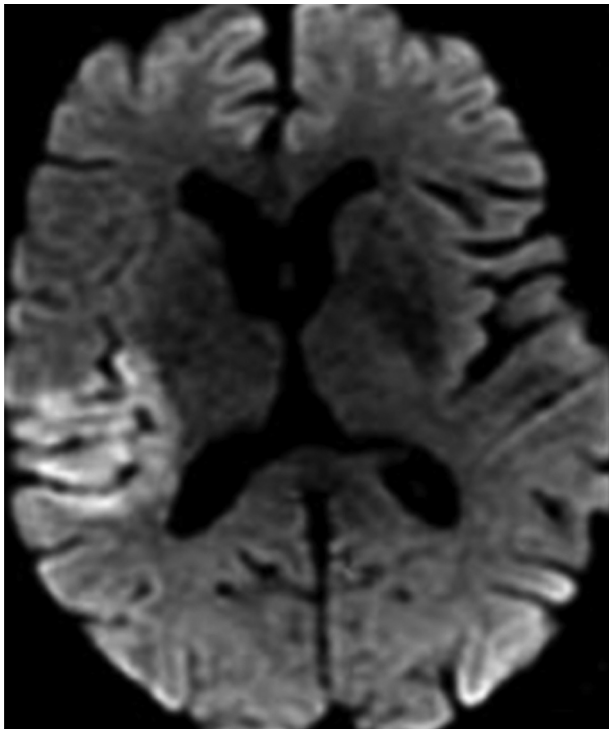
Lésions ischémiques sous forme d'hypersignal en séquence FLAIR.
